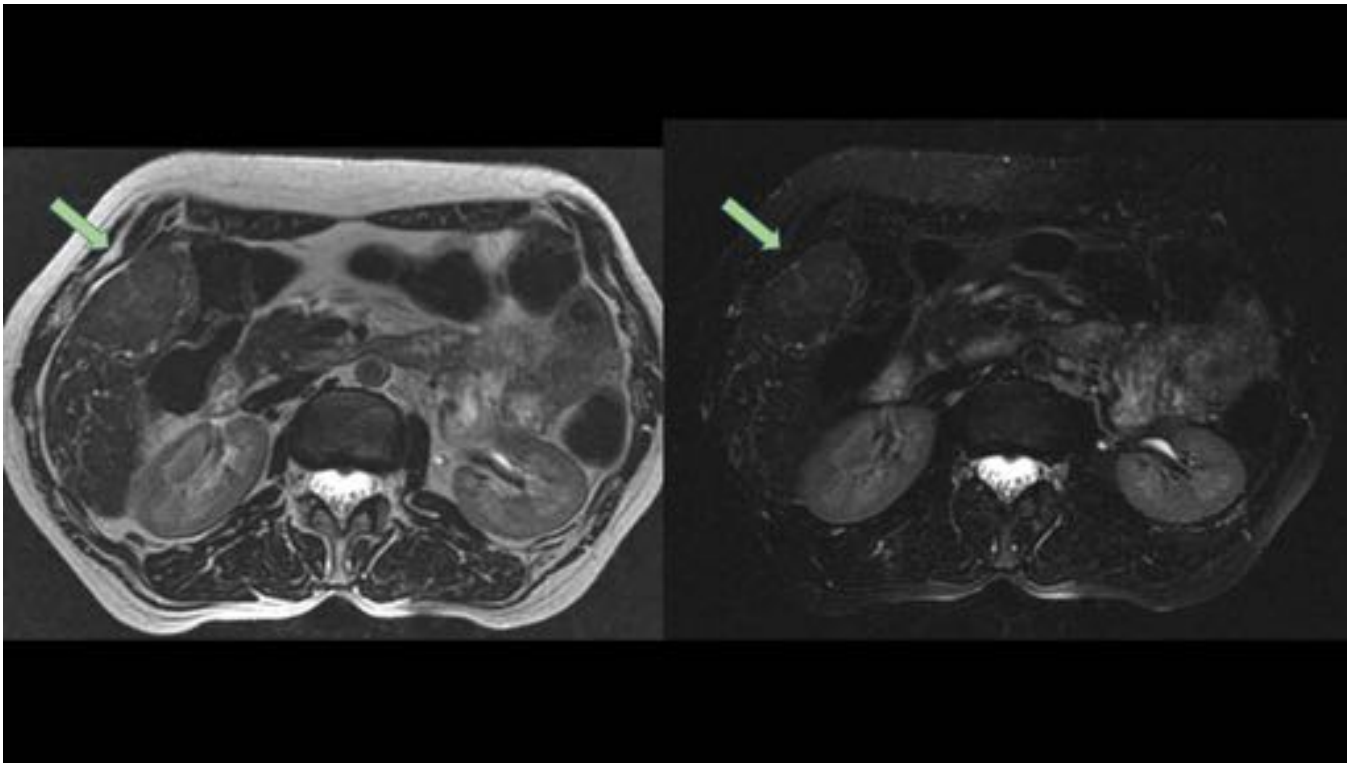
RM hepática FSE T2 sin y con supresión grasa: la misma lesión de la imagen anterior en segmento V, isointensa con el parénquima en T2.
